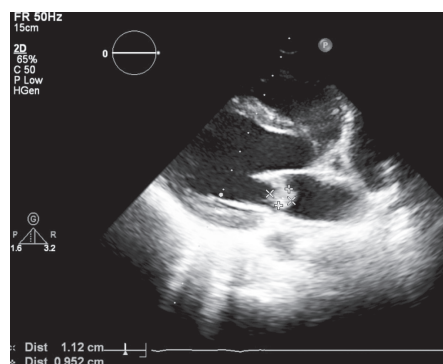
Эхокардиограмма пациентки А., 16 лет. Парастеральная проекция по длинной оси. Vegetации на задней створке митрального клапана
